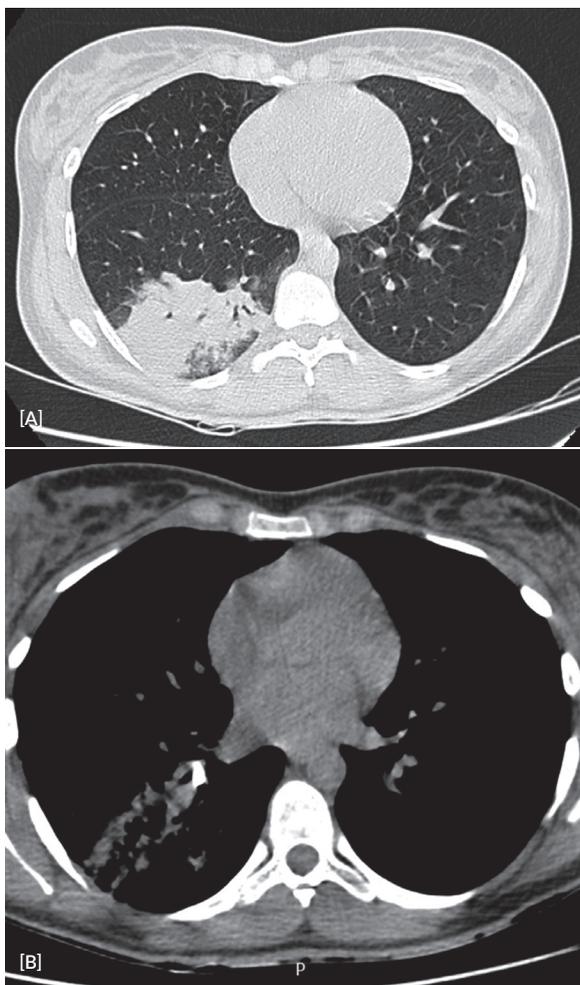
TC de tórax com presença de consolidação com broncograma aéreo no lobo inferior direito, sobretudo no segmento basal posterior, em janela de pulmão (A) e imagem de morfologia ovalada de densidade cálcica/metálica com 5 x 7 mm posicionada no brônquio lobar inferior direito, em janela de mediastino (B).
